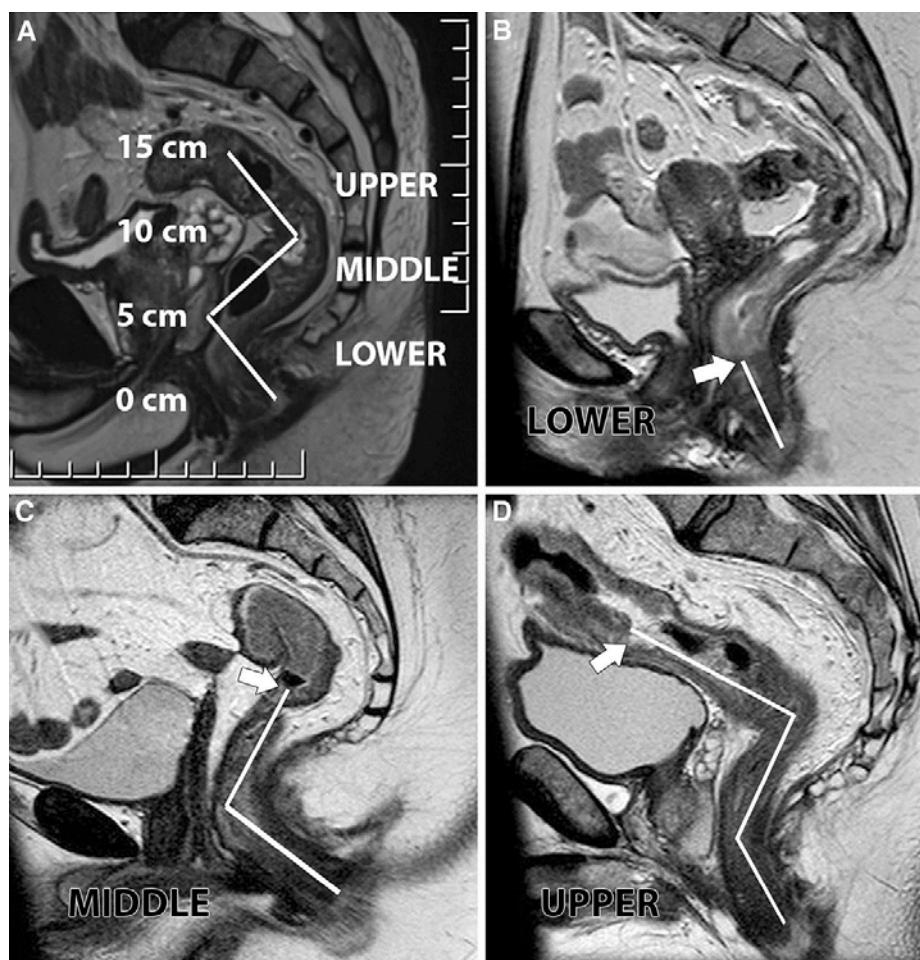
Distance de la tumeur par rapport à la marge anale calculée à l'IRM
